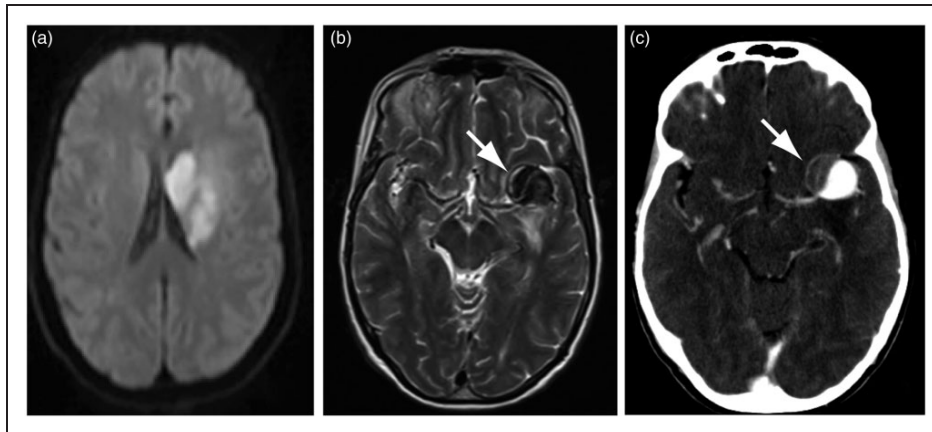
(a) Initial MRI (DWI) showing the ischemic lesion that revealed the aneurysm (white arrow in (b)). (c): CTA showing the partially thrombosed aneurysm of the left MCA bifurcation (white arrow). MRI: magnetic resonance imaging; DWI: diffusion weighted imaging; CTA: computed tomography angiography; MCA: middle cerebral artery.
